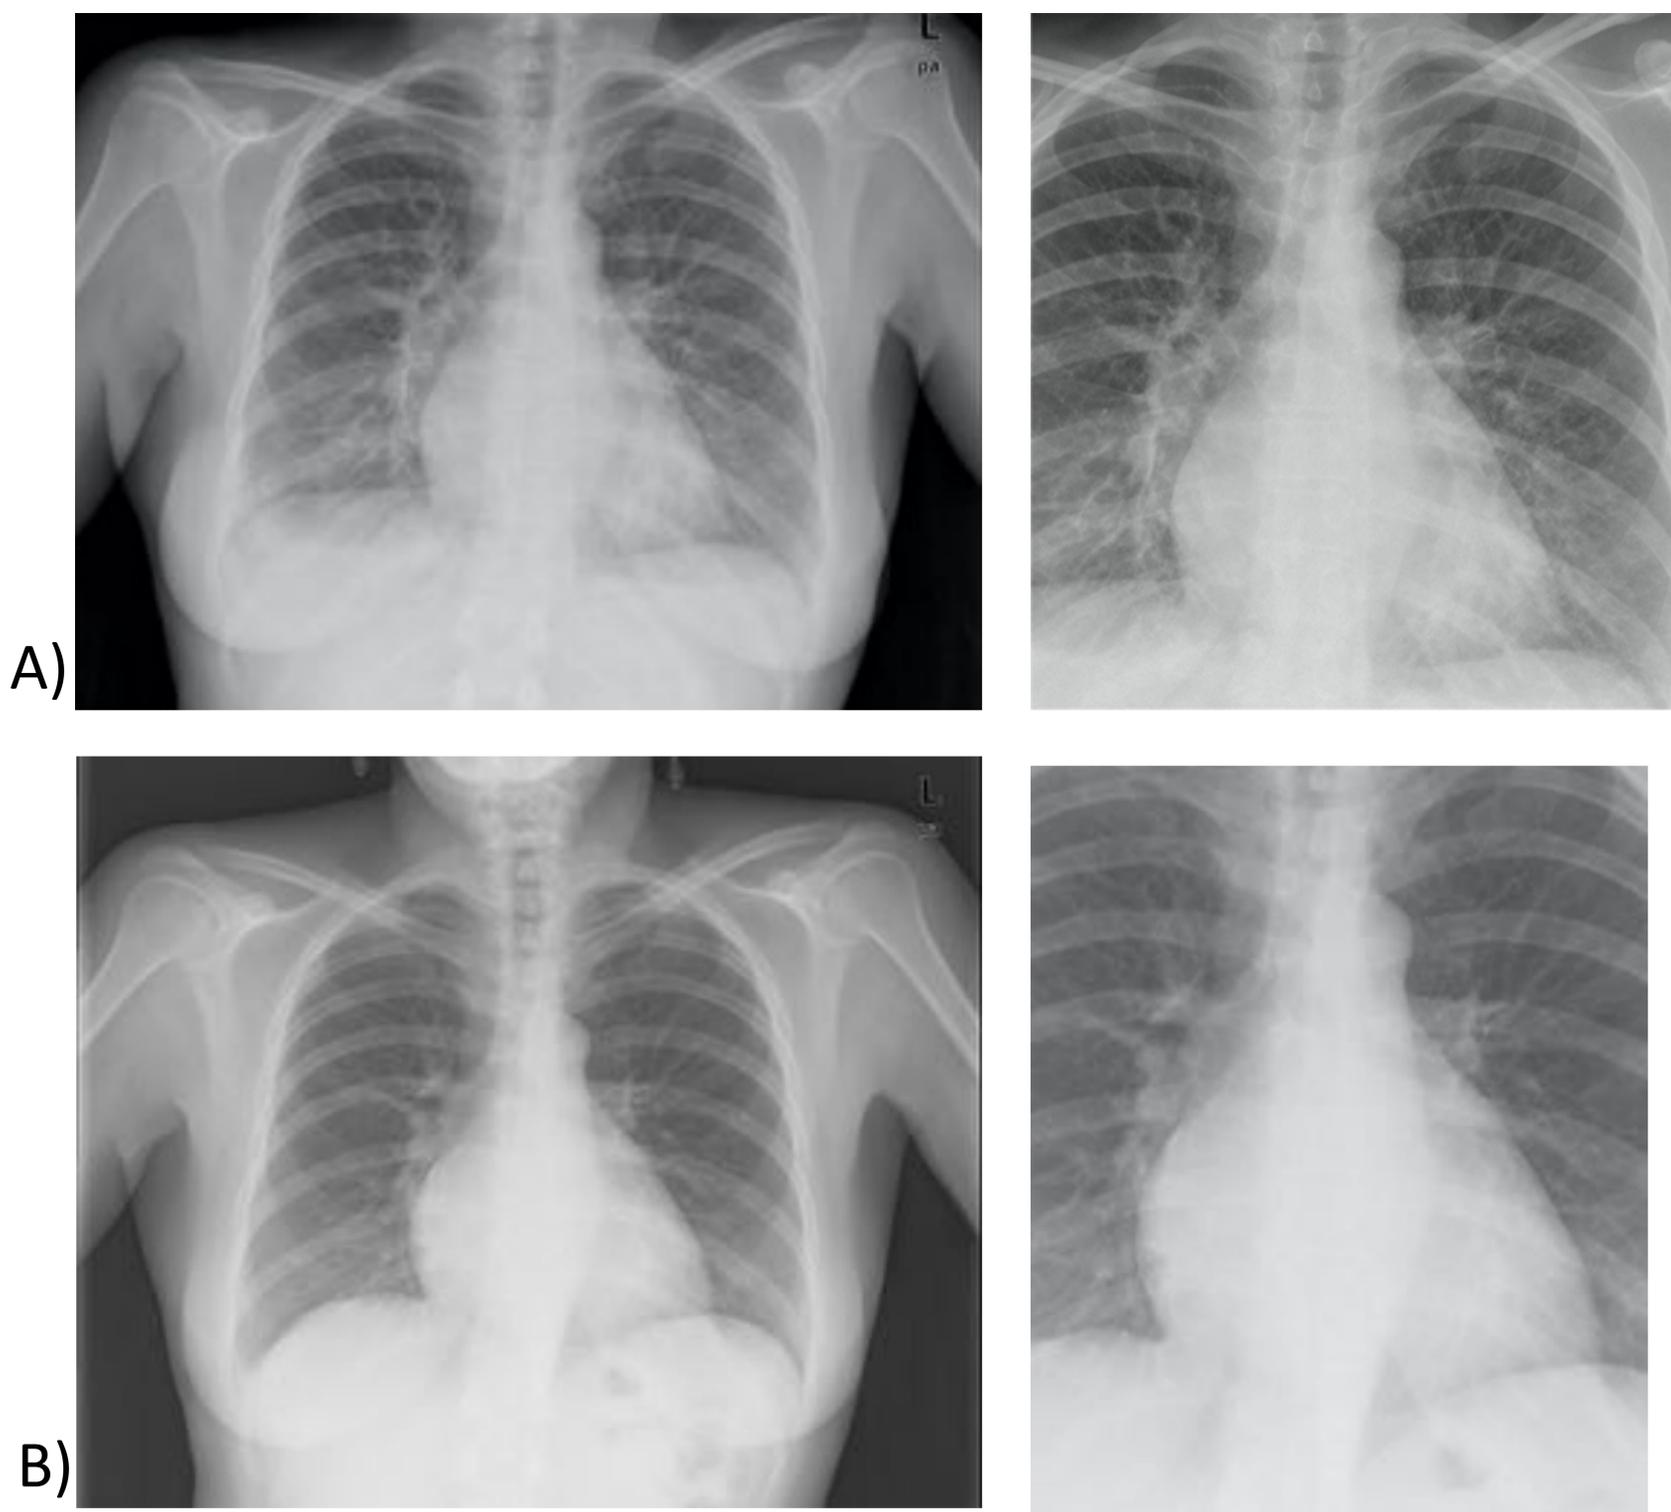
Paciente con patología mitral. Descompensación ICC. A) La primera radiografía fue realizada en Mayo de 2009, tras un episodio de disnea. Se puede apreciar un aumento del calibre y número de vasos en campos superiores con peor definición de los contornos de los mismos. B) La segunda imagen se realizó en Junio de 2009 una vez revertido el cuadro de disnea de la paciente, donde se normalizan los hallazgos visualizados en la radiografía previa.
